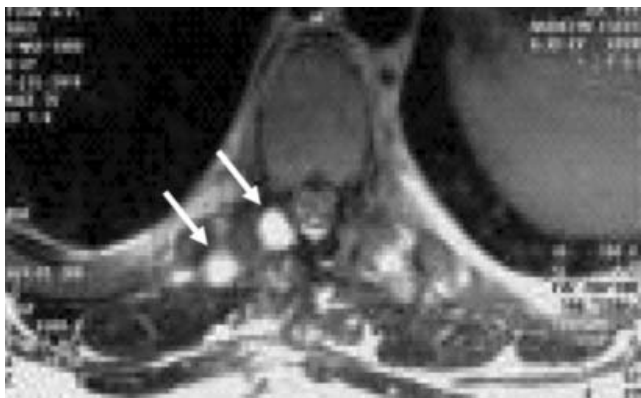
МРТ грудного отдела позвоночника и спинного мозга пациента К. T2-изображение в диффузионно-взвешенном режиме демонстрирует наличие изо- и гиперинтенсивных мягкотканых структур в области поперечных отростков и дужек на уровне Th_{VII–IX} (указаны стрелками)
